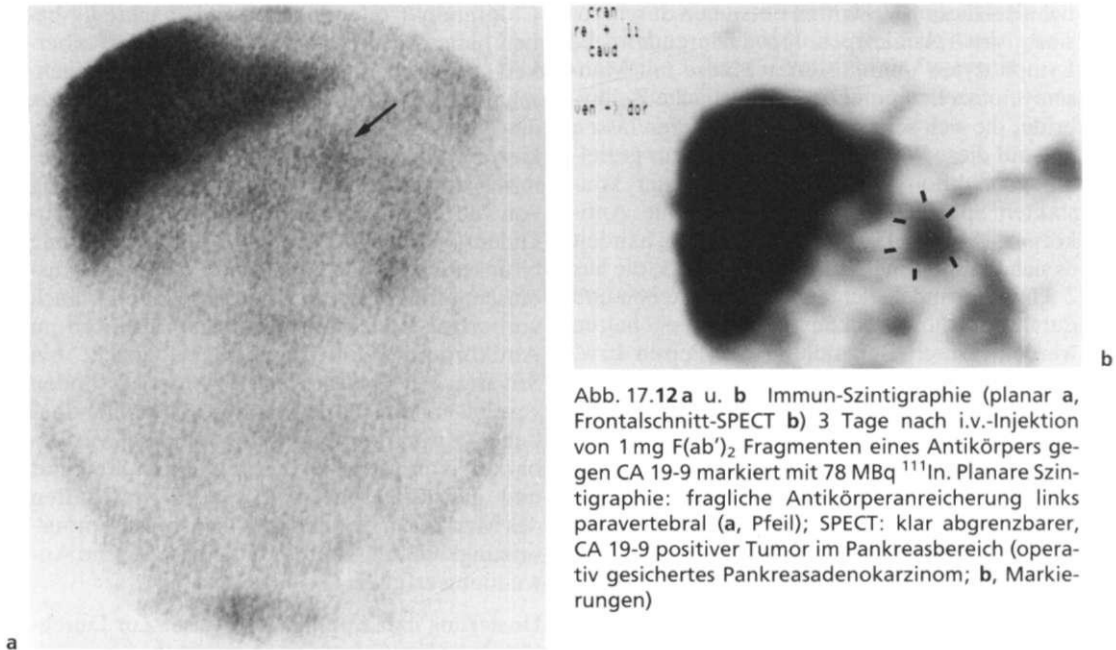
a u. b Immun-Szintigraphie (planar a, Frontalschnitt-SPECT b) 3 Tage nach i.v.-Injektion von 1 mg  $F(ab')_2$  Fragmenten eines Antikörpers gegen CA 19-9 markiert mit 78 MBq  $^{111}\text{In}$ . Planare Szintigraphie: fragliche Antikörperanreicherung links paravertebral (a, Pfeil); SPECT: klar abgrenzbarer, CA 19-9 positiver Tumor im Pankreasbereich (operativ gesichertes Pankreasadenokarzinom; b, Markierungen)
